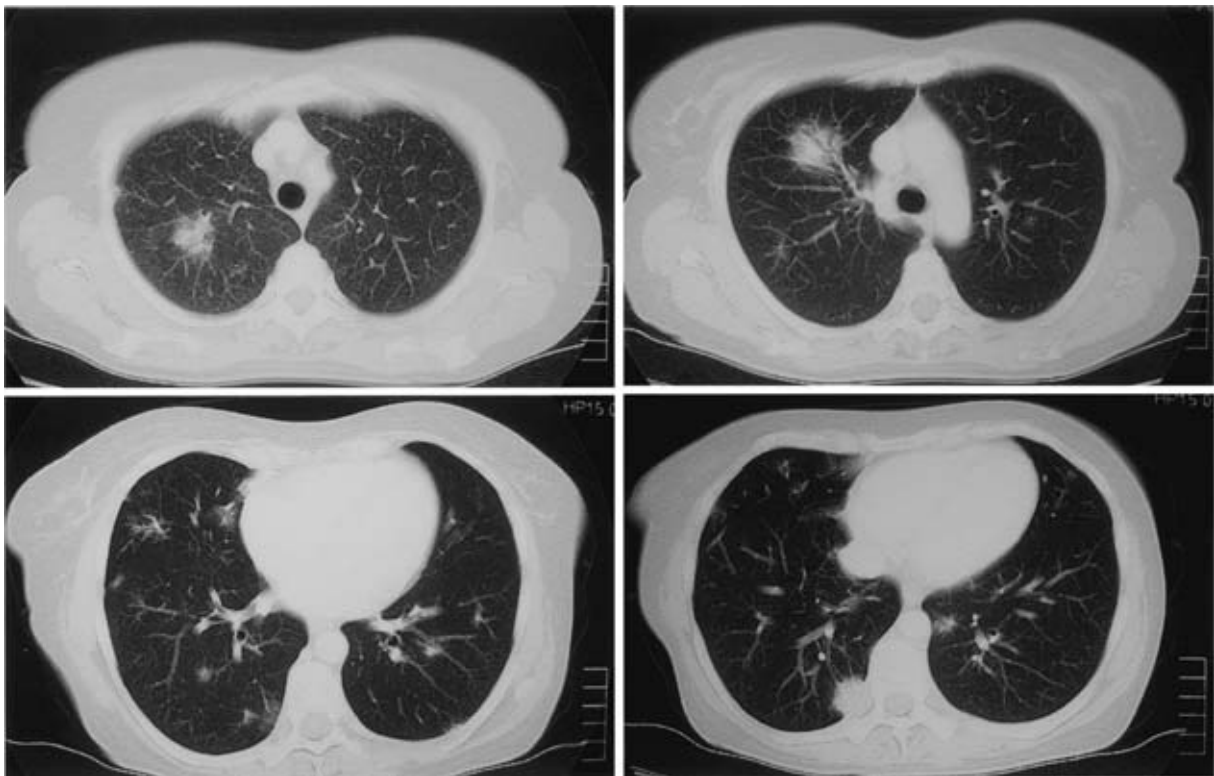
Chest CT showed multiple nodules with an air bronchogram sign and ill-defined margin in both lungs.
